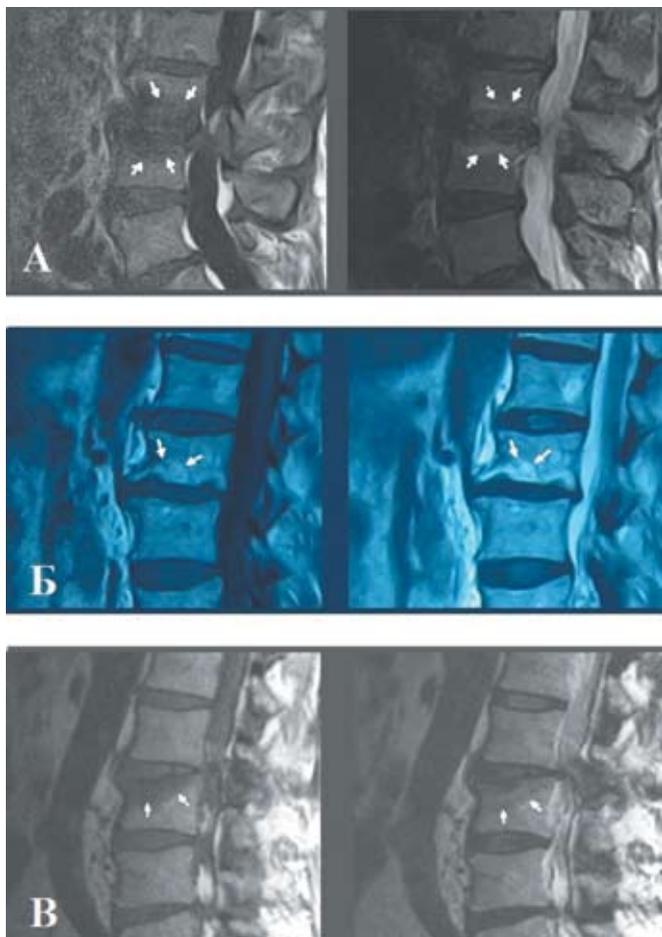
МРТ поясничного отдела позвоночника, слева T1-ВИ, справа T2-ВИ, изменения по типу Modic указаны белыми стрелками: А — изменения по типу Modic I, Б — изменения по типу Modic II, В — изменения по типу Modic III.
